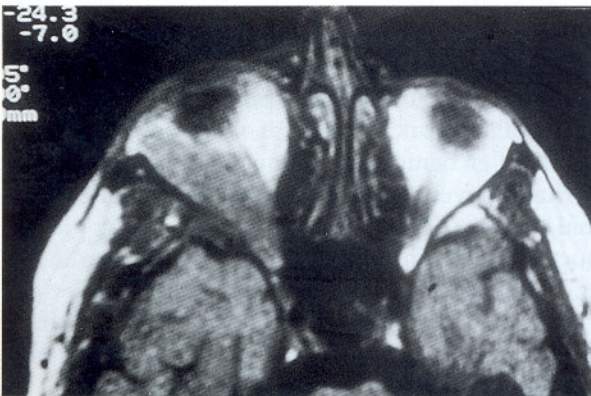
Preoperatif MRG tetkiki. Sağ maksiller sinüs tavanında tümör erezyonu.
